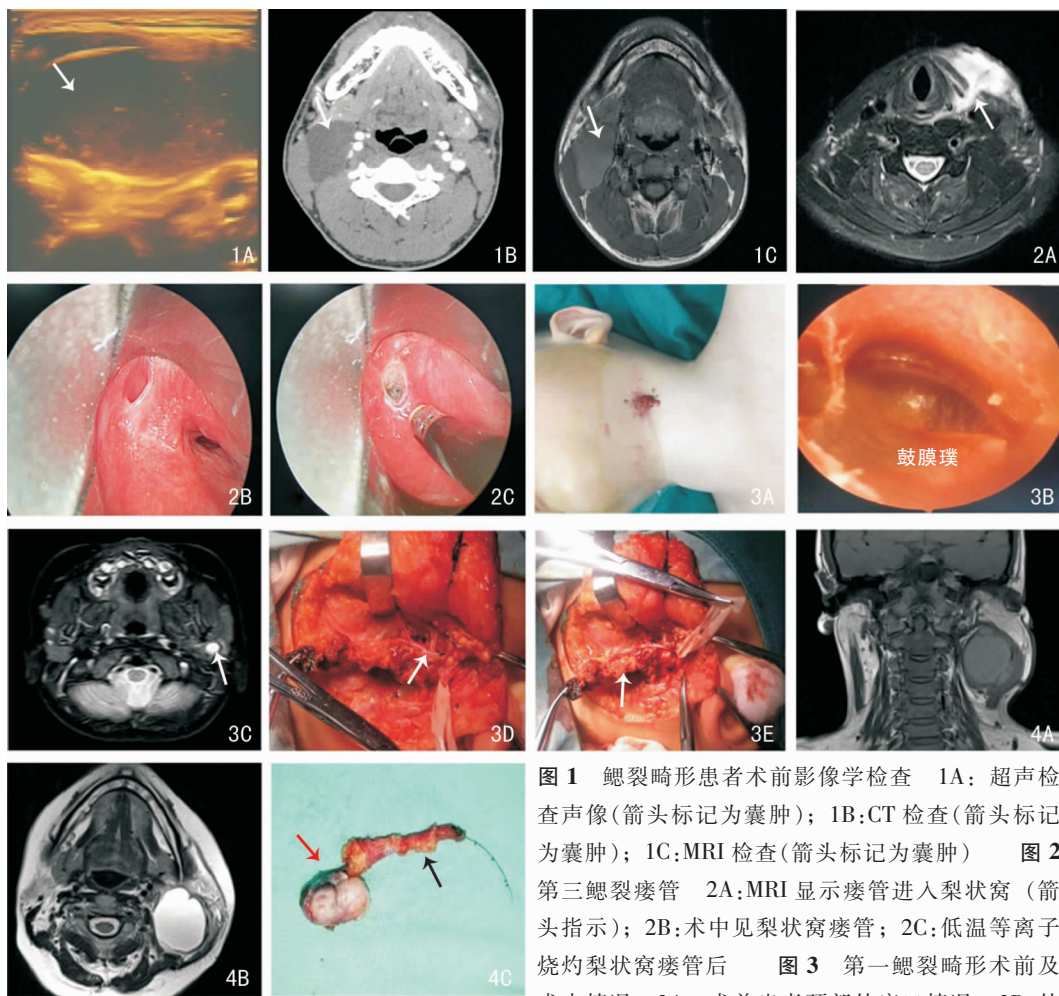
鳃裂畸形患者术前影像学检查 1A: 超声检查声像(箭头标记为囊肿); 1B: CT检查(箭头标记为囊肿); 1C: MRI检查(箭头标记为囊肿) 图2 第三鳃裂瘘管 2A: MRI显示瘘管进入梨状窝(箭头指示); 2B: 术中见梨状窝瘘管; 2C: 低温等离子烧灼梨状窝瘘管后 图3 第一鳃裂畸形术前及术中情况 3A: 术前患者颈部外瘘口情况; 3B: 外
